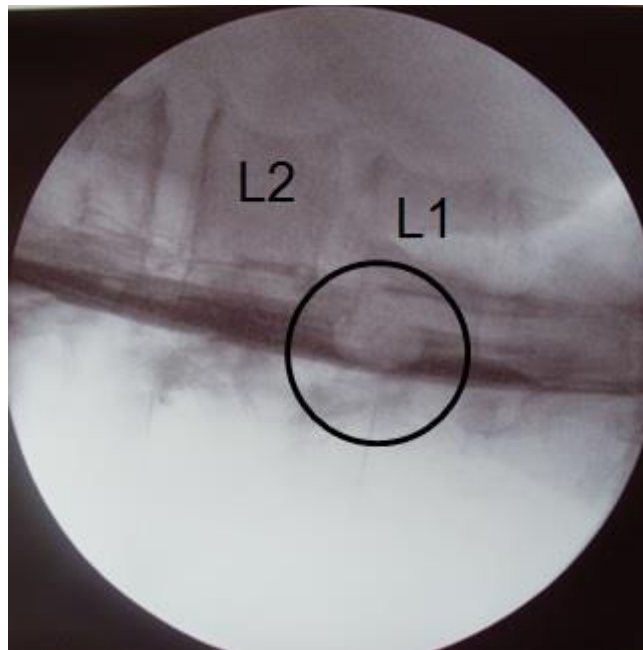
Интраоперационная рентгеноконтрастная миелография. Визуализируется дефект наполнения на уровне тела L1 позвонка (и/б № 14586/2017).
